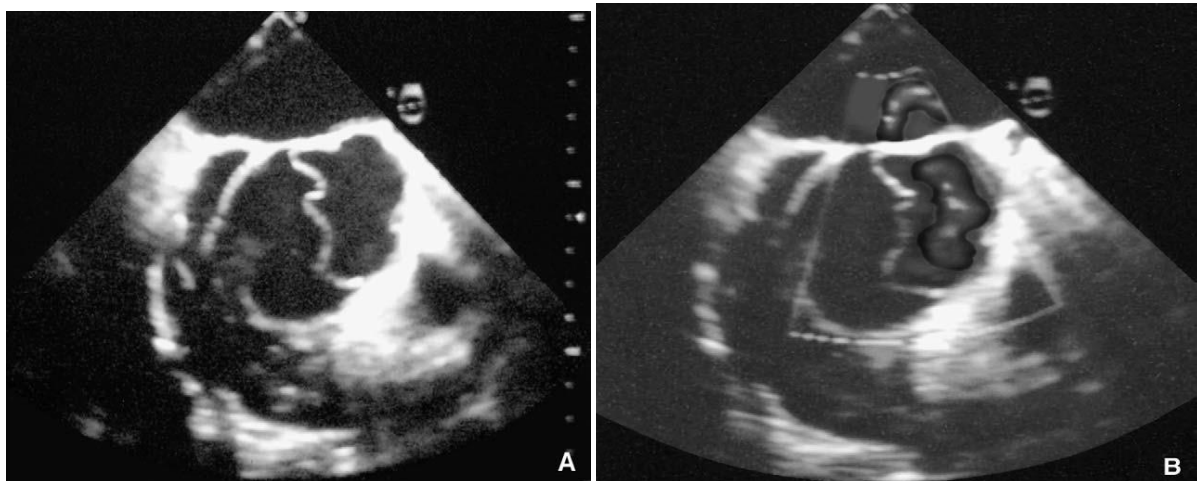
Échographie Trans-œsophagienne montrant la membrane intimale dans la racine de l'aorte.
